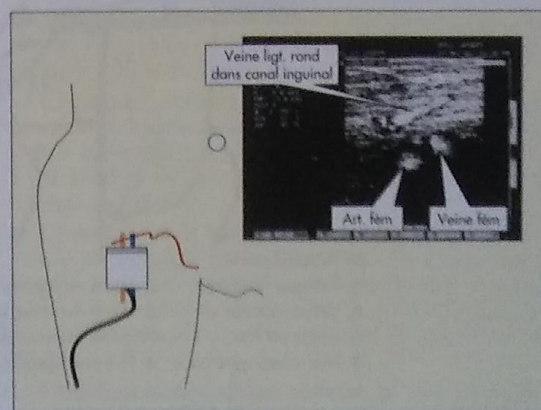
Reperage du Point I par écho-Doppler
